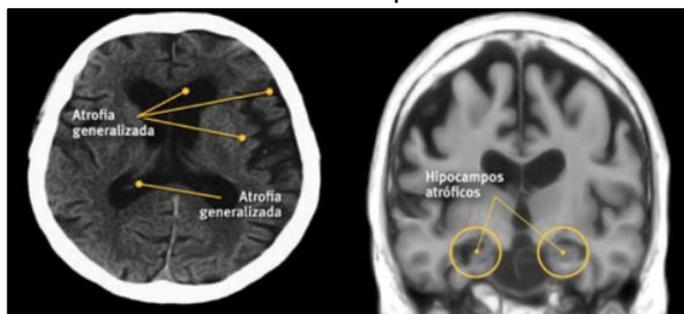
Imagem por Tomografia Computadorizada cérebro de paciente com Alzheimer
